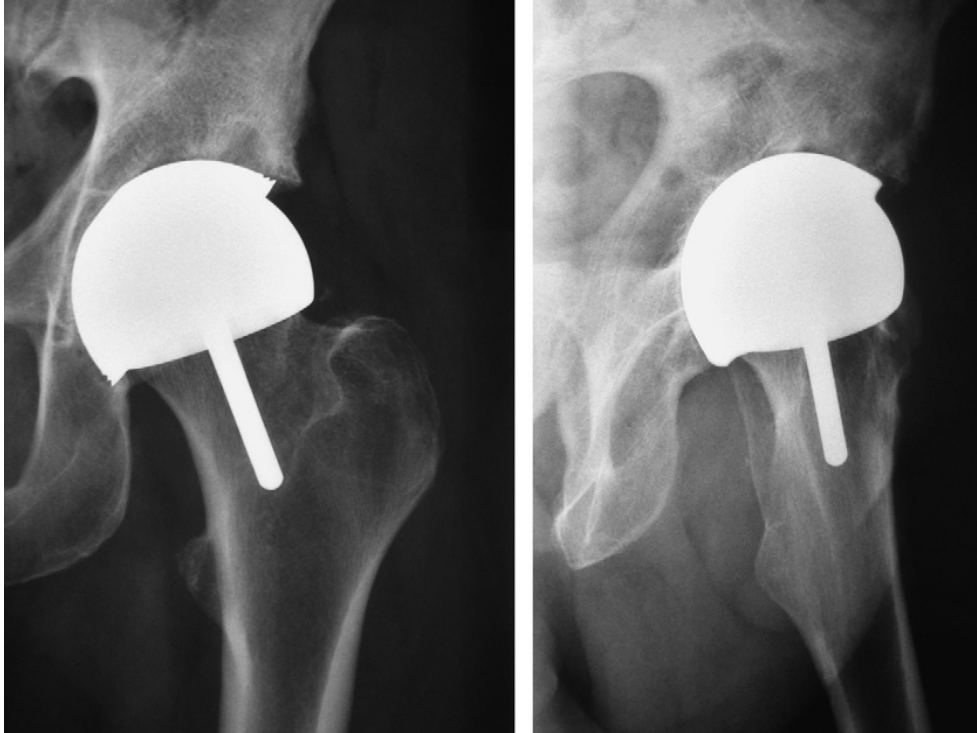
Radiographie d'une prothèse de resurfaçage.
